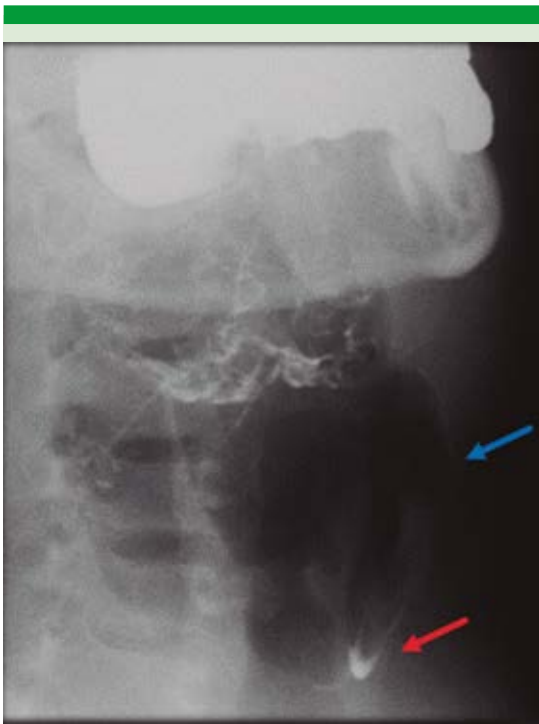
Estudio baritado realizado previamente en el que es evidente el aumento de las dimensiones del espacio visceral de la faringe (flecha azul) con escasa acumulación residual del medio de contraste en el fondo (flecha roja); este hallazgo fue confirmado mediante tomografía computada.
